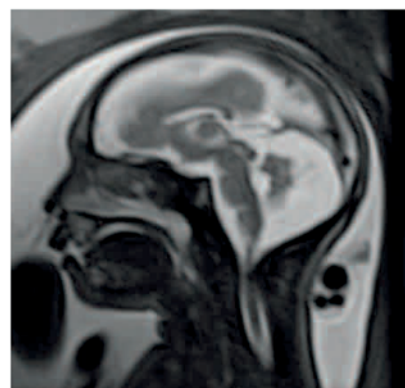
Immagini di feti con alterazioni cerebrali rilevate con RMN e TAC
